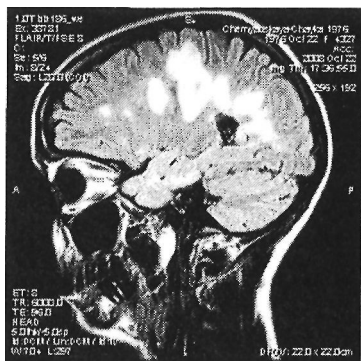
МРТ головного мозга при болезни Марбурга: определяются массивные зоны демиелинизации над мозолистым телом
